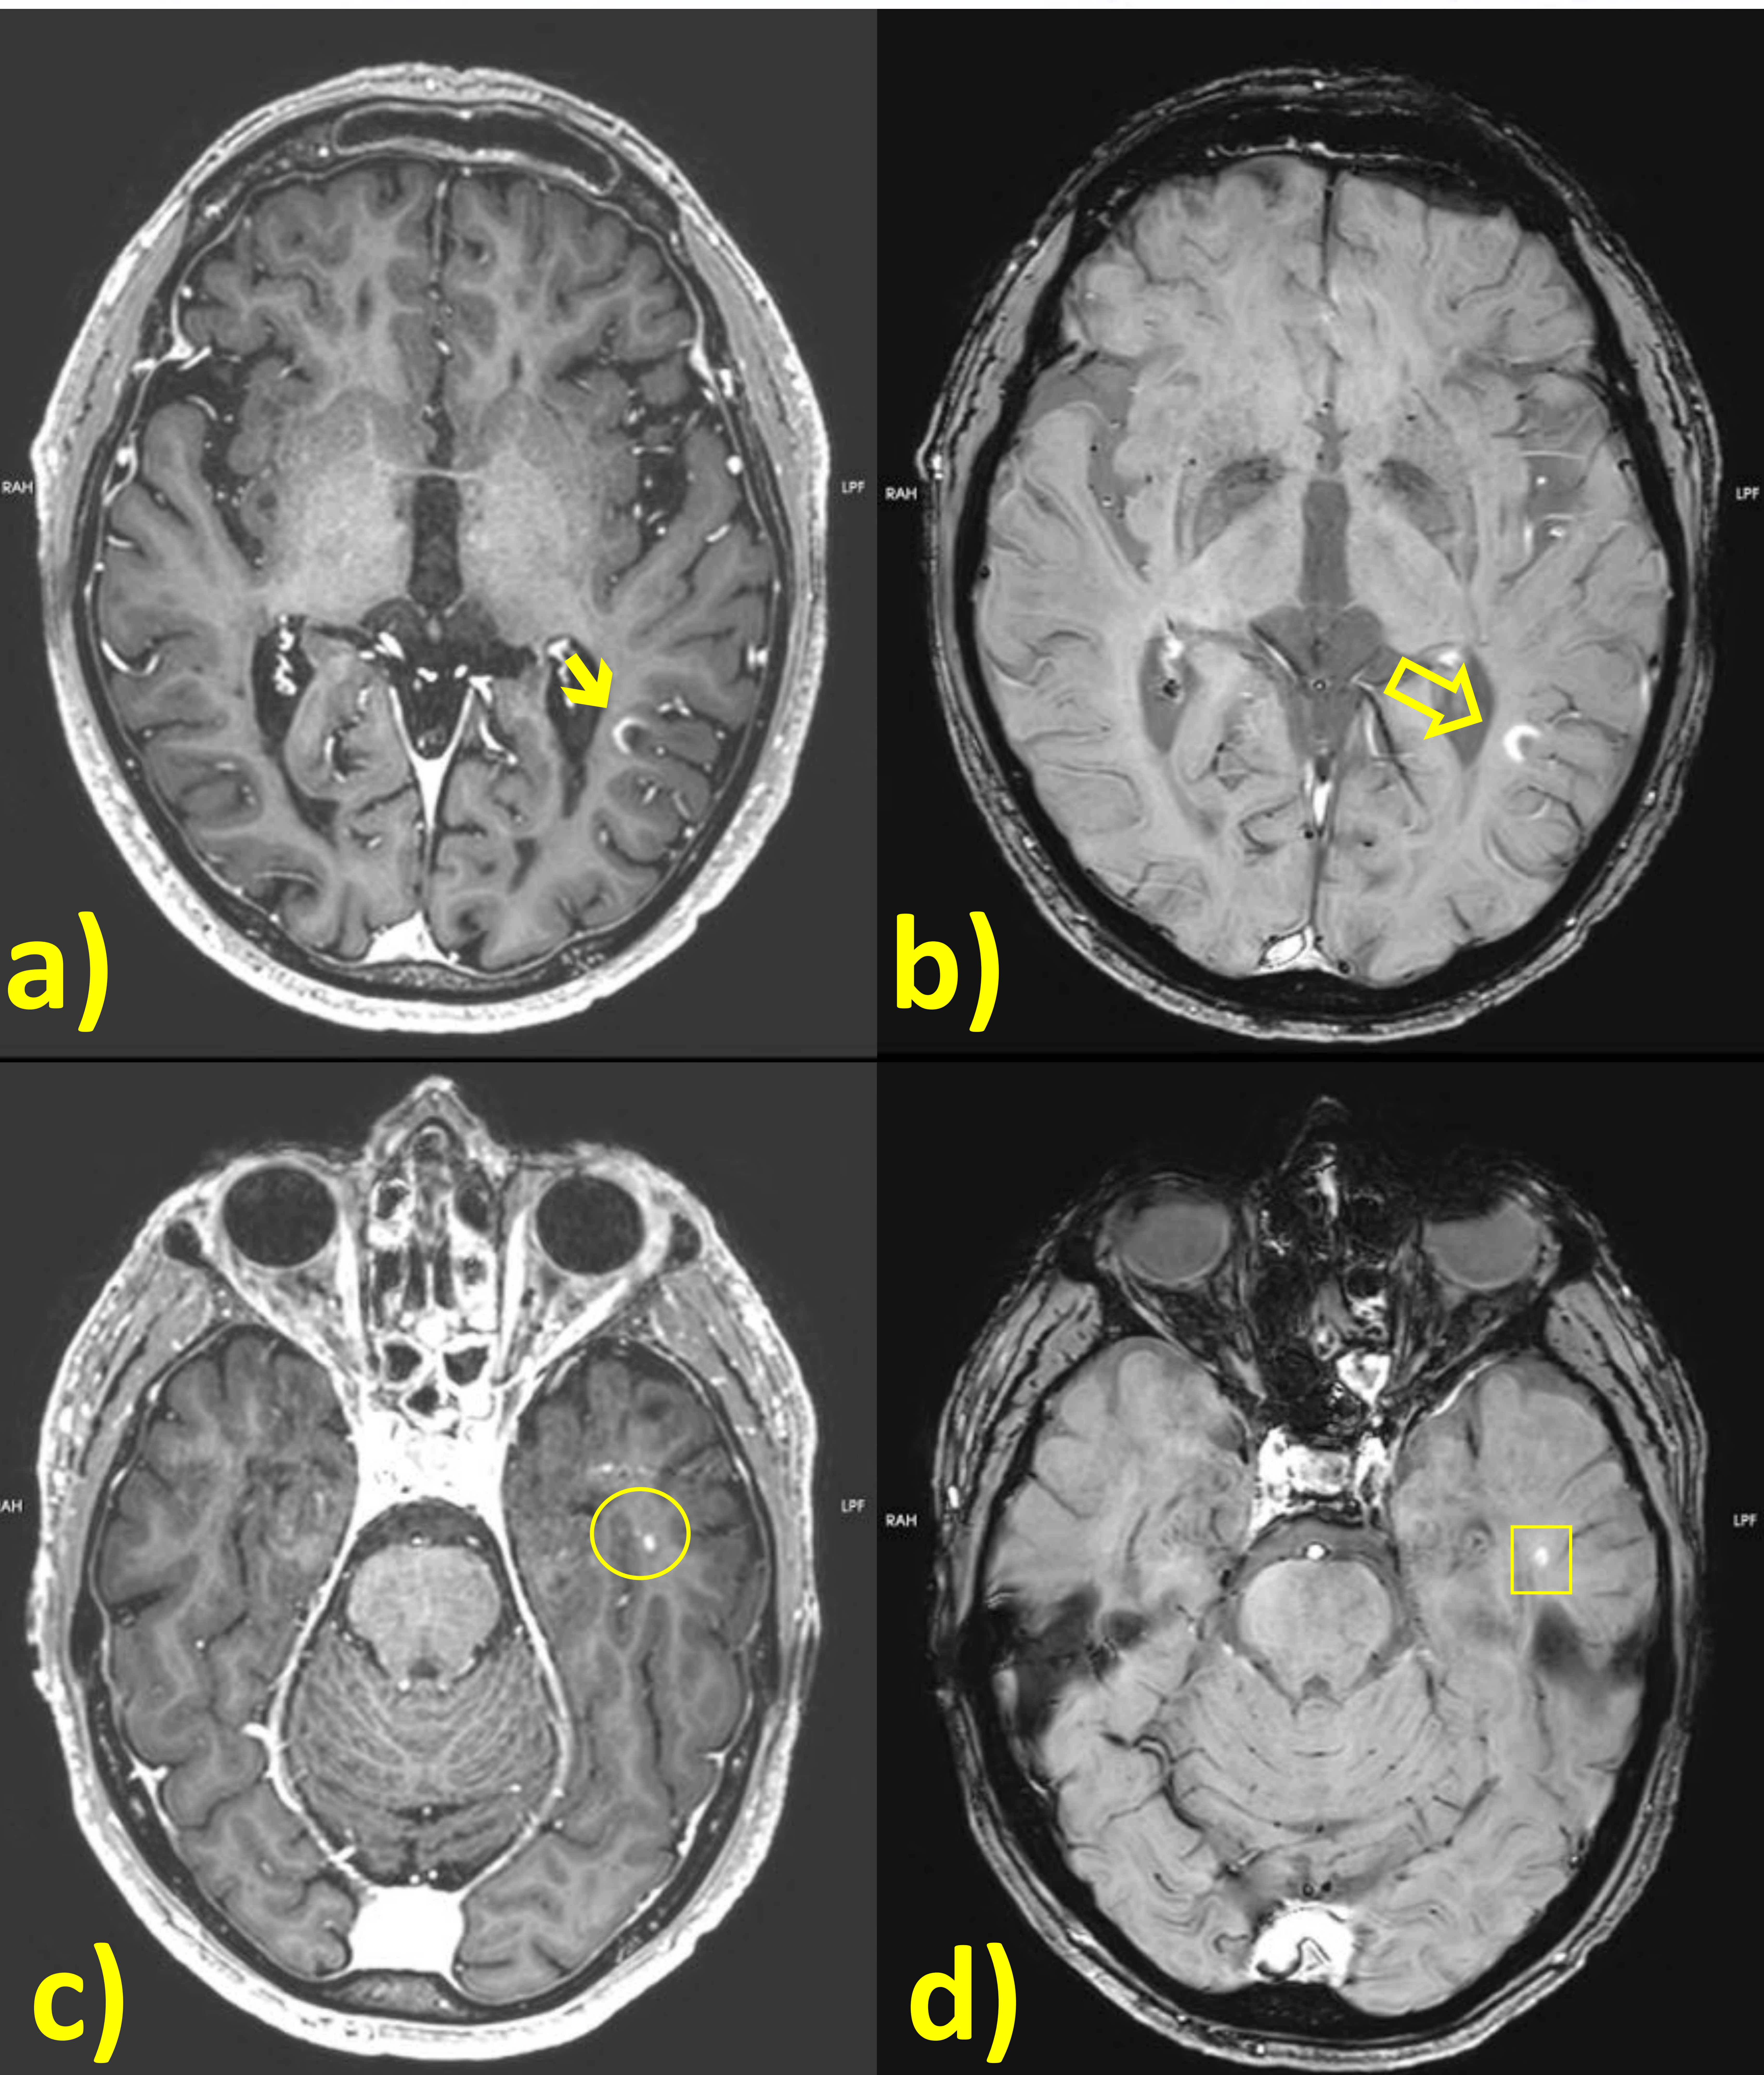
RM de seguimiento de EM en hombre de 46 años en la que se identifican dos lesiones desmielinizantes de nueva aparición, con signos de actividad inflamatoria. a) T1WI C+ axial demuestra la captación “en anillo incompleto” de una lesión parietal izquierda (→), b) más evidente en SWI C+ (↘). c) T1WI C+ muestra el realce de una lesión temporal izquierda (O), d) más evidente en SWI C+ (□).
